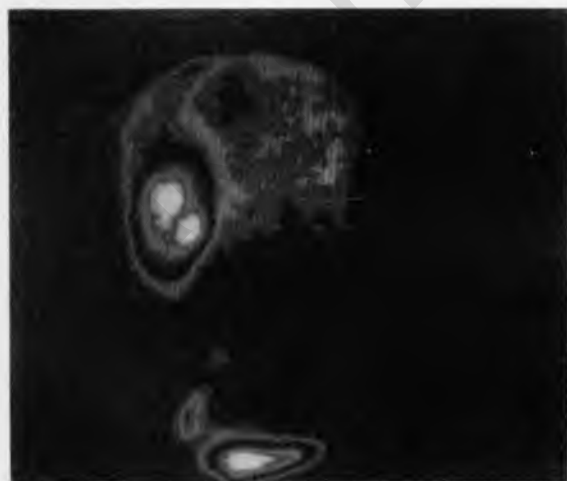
Сцинтиграмма почек и мочевого пузыря. Хронический пиелонефрит единственной левой почки.
